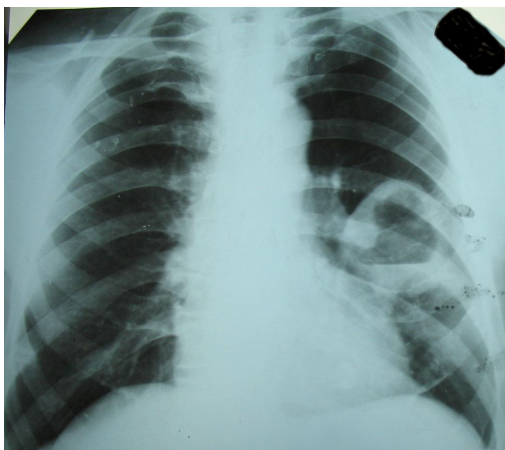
То же наблюдение. Рентгенограммы органов грудной полости в прямой и левой боковой проекциях через неделю: количество жидкости уменьшилось, она занимает 1/3 полости, в остальном картина прежняя.
